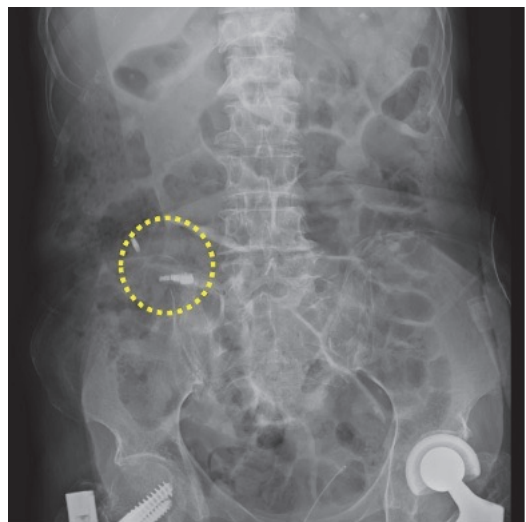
第4病日腹部単純X線画像(黄色枠線内に補聴器を疑う陰影を認める)
